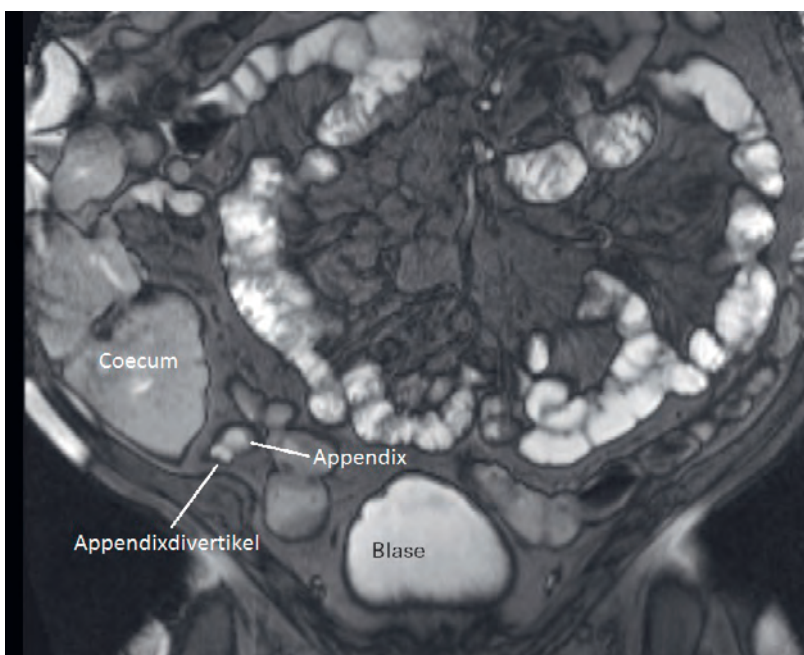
Zwei Monate zuvor durchgeführte Sellink-Magnetresonanztomographie.
